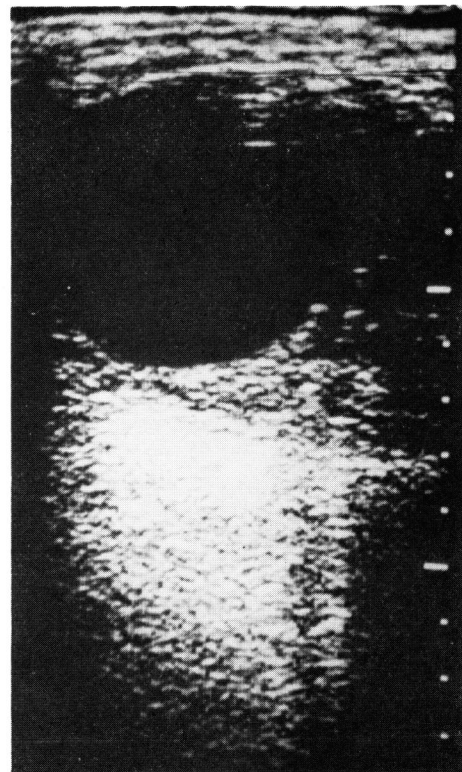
Case 1. Sonogram, subcostal transverse section, shows a large echoless area.
